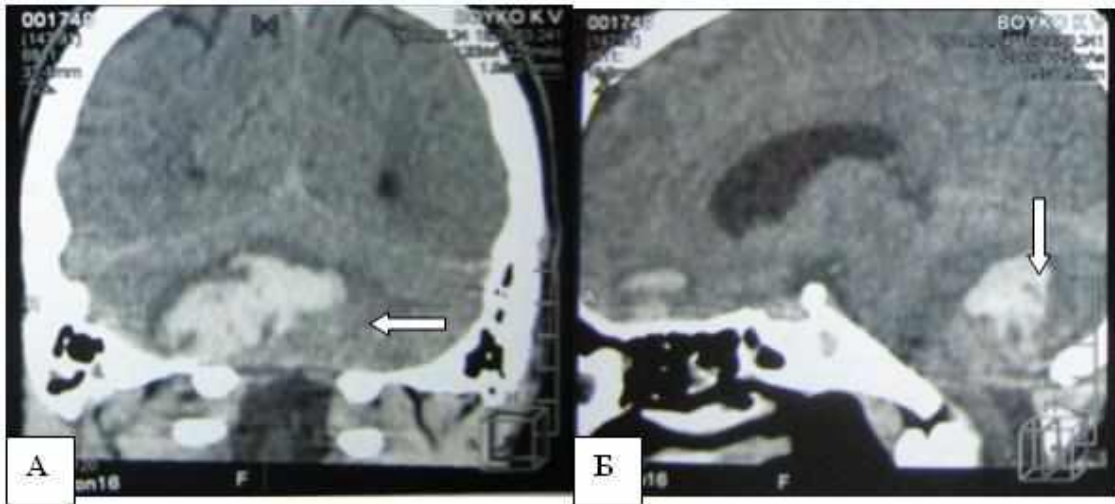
Спостереження №74. Хворий Б-о, 21 років, історія хвороби №2826. КТ головного мозку хворого з внутрішньомозковою гематомою півкулі мозочка справа. А — фронтальний зріз; Б — сагітальний зріз. Гематома показана стрілкою.
